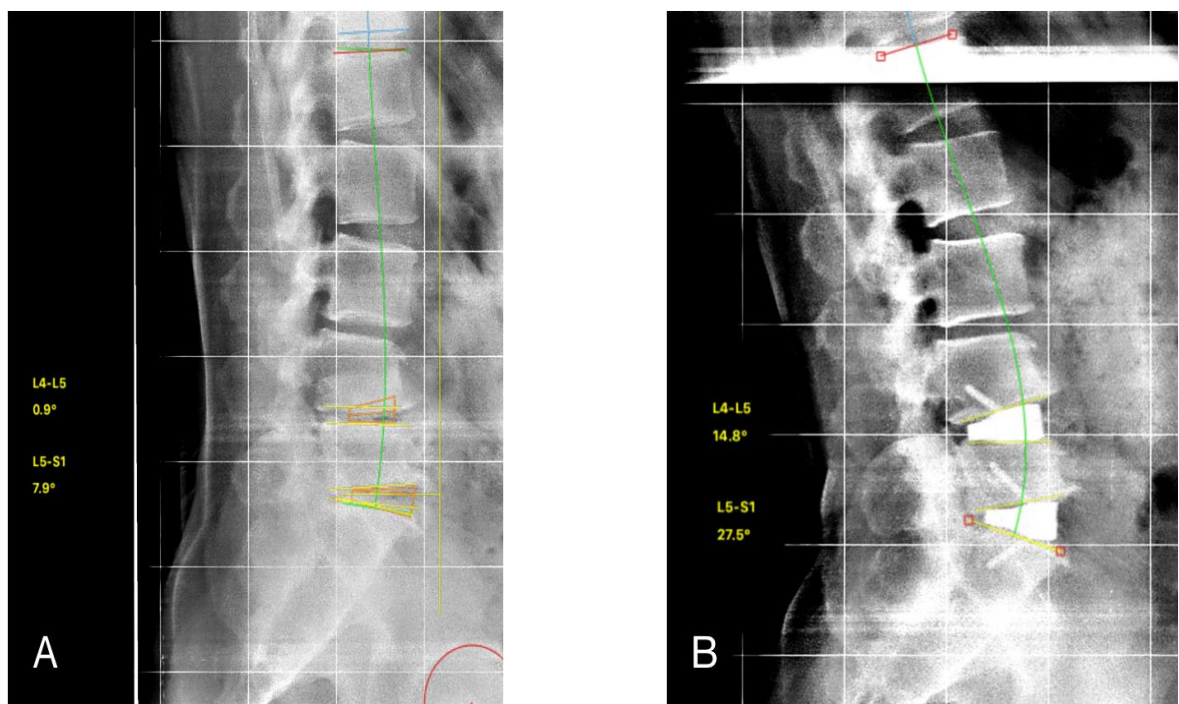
Измерение сегментарного и общего лордоза при помощи программы Surgimap: А – рентгенограмма пациента до операции; В – рентгенограмма того же пациента после установки межтеловых имплантатов
